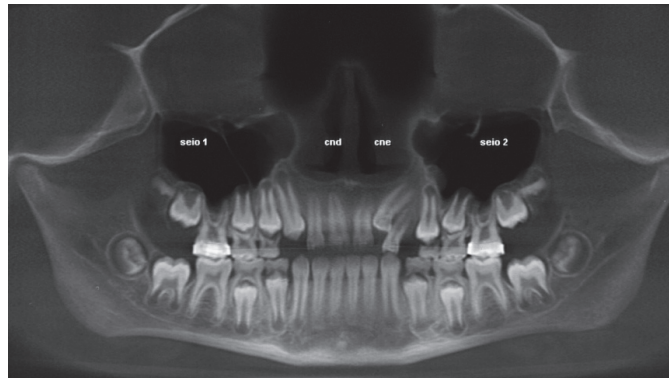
Tomografia Odontológica Inicial
